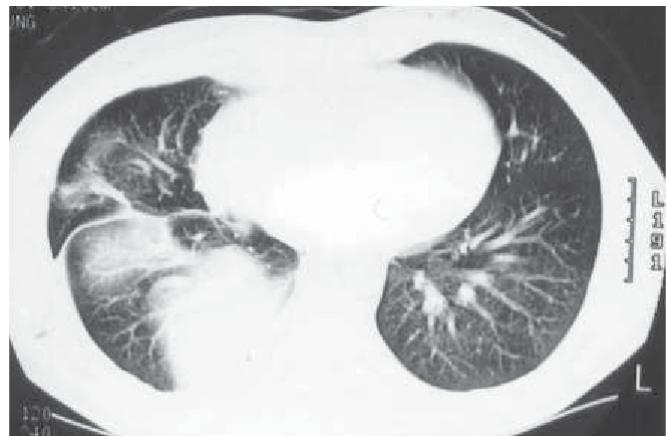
Tomografia computadorizada de tórax com janela pulmonar mostrando derrame pleural à direita, opacificação do segmento basal posterior e densificação do lobo médio
